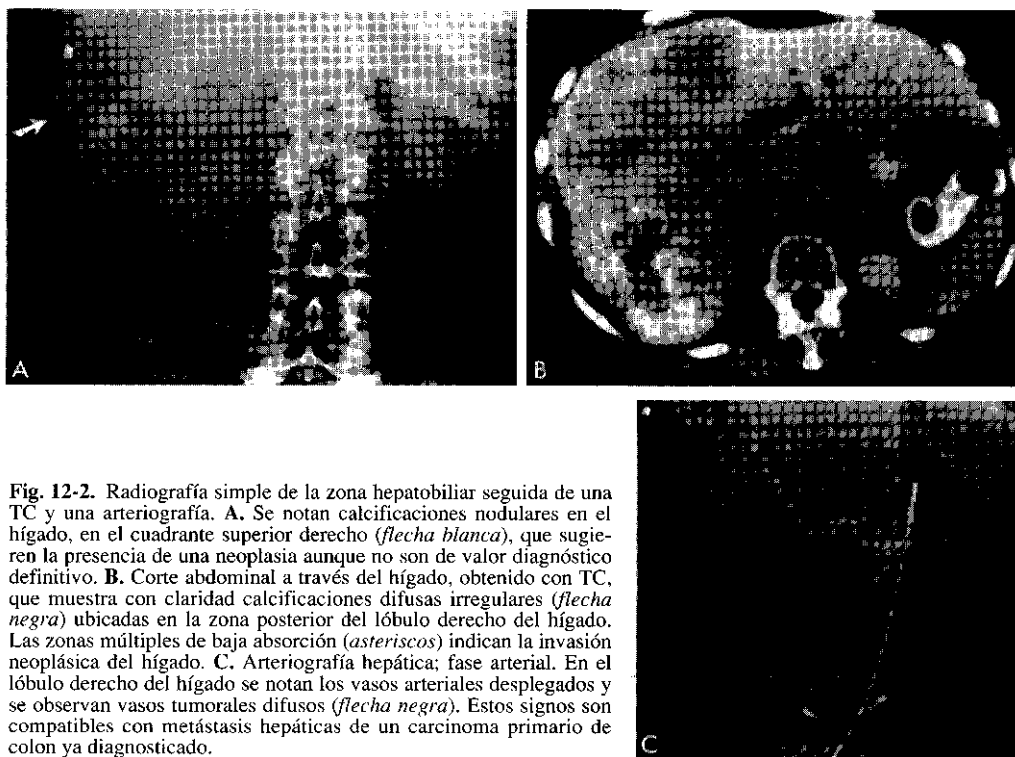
Radiografía simple de la zona hepatobiliar seguida de una TC y una arteriografía. A. Se notan calcificaciones nodulares en el hígado, en el cuadrante superior derecho (*flecha blanca*), que sugieren la presencia de una neoplasia aunque no son de valor diagnóstico definitivo. B. Corte abdominal a través del hígado, obtenido con TC, que muestra con claridad calcificaciones difusas irregulares (*flecha negra*) ubicadas en la zona posterior del lóbulo derecho del hígado. Las zonas múltiples de baja absorción (*asteriscos*) indican la invasión neoplásica del hígado. C. Arteriografía hepática; fase arterial. En el lóbulo derecho del hígado se notan los vasos arteriales desplegados y se observan vasos tumorales difusos (*flecha negra*). Estos signos son compatibles con metástasis hepáticas de un carcinoma primario de colon ya diagnosticado.
